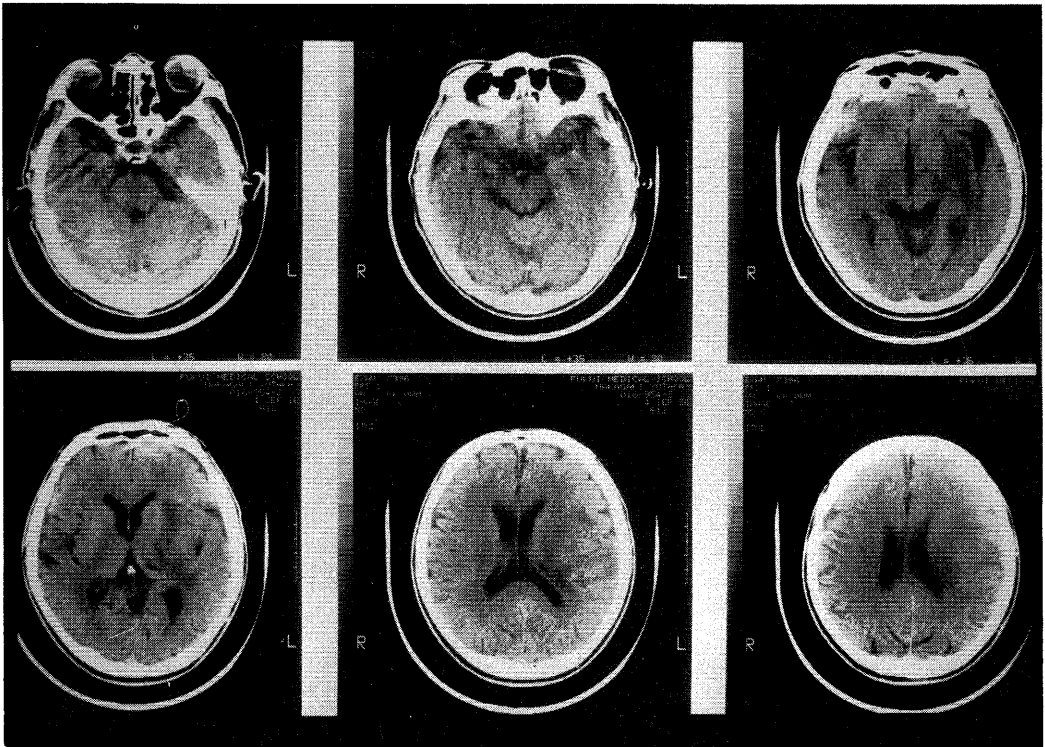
CT scan of the brain shows low density area between left putamen and internal capsule.
